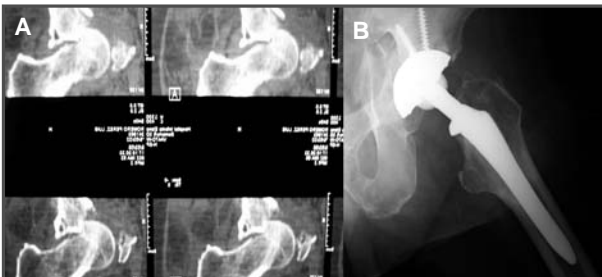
TC: se observa la impactación de la cabeza femoral en la ceja superior del cótilo, que impedía la reducción de la luxación. 2B. Radiografía: artroplastia total de la cadera.
